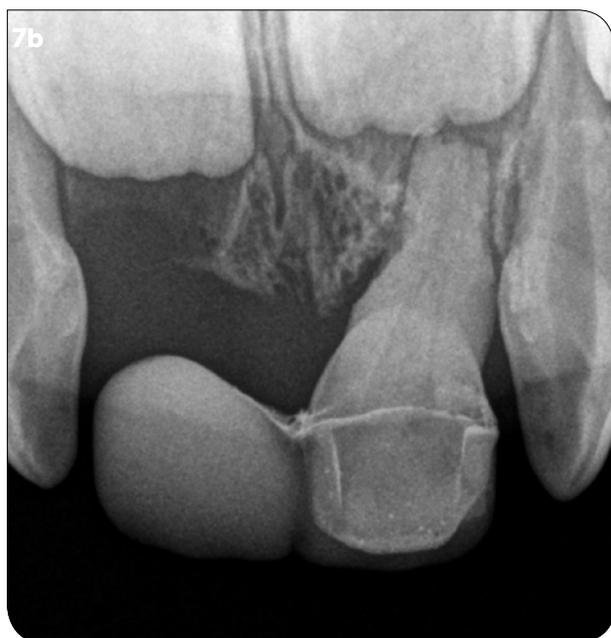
Radiographie de contrôle (6 mois après le deuxième collage).
